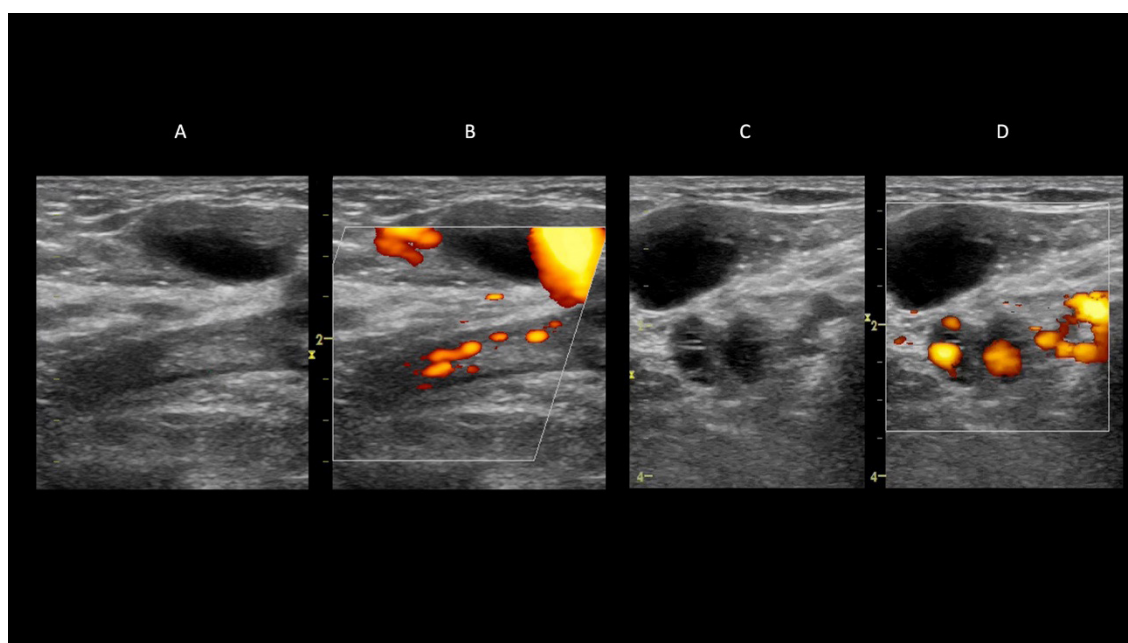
Alterações crônicas pós-trombóticas. A: veia femoral ao modo B sem dilatação, com imagem ecogênica luminal correspondendo a alterações crônicas pós-trombóticas; B: fluxo luminal reduzido ao Power Doppler; C: veias tibiais posteriores com paredes espessadas ao modo B; D: preenchimento parcial da luz do vaso das veias tibiais posteriores pelo Power Doppler.
